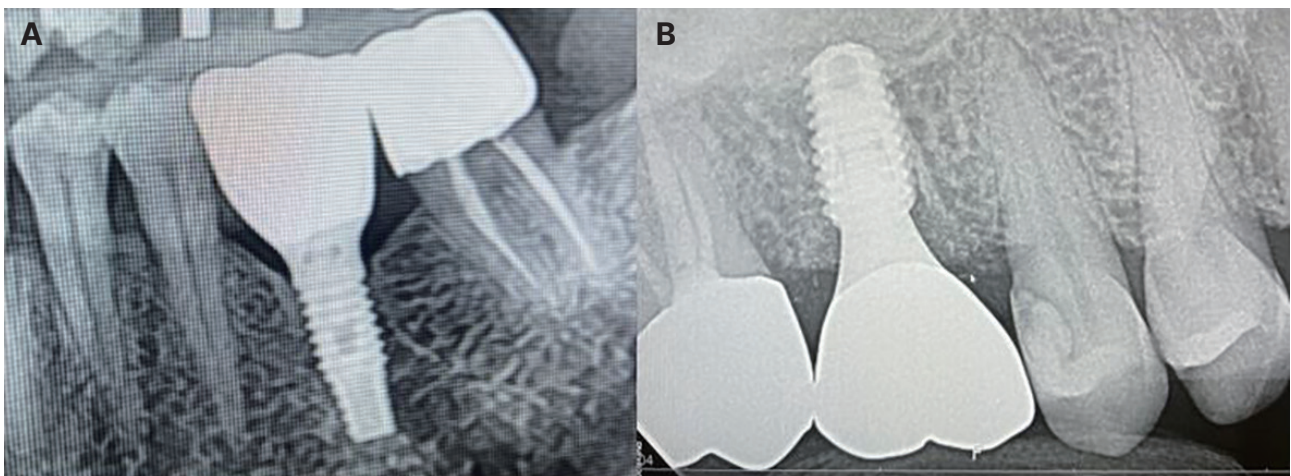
Radiographic images of two different abutment connection types. (A) EC, (B) IC.
